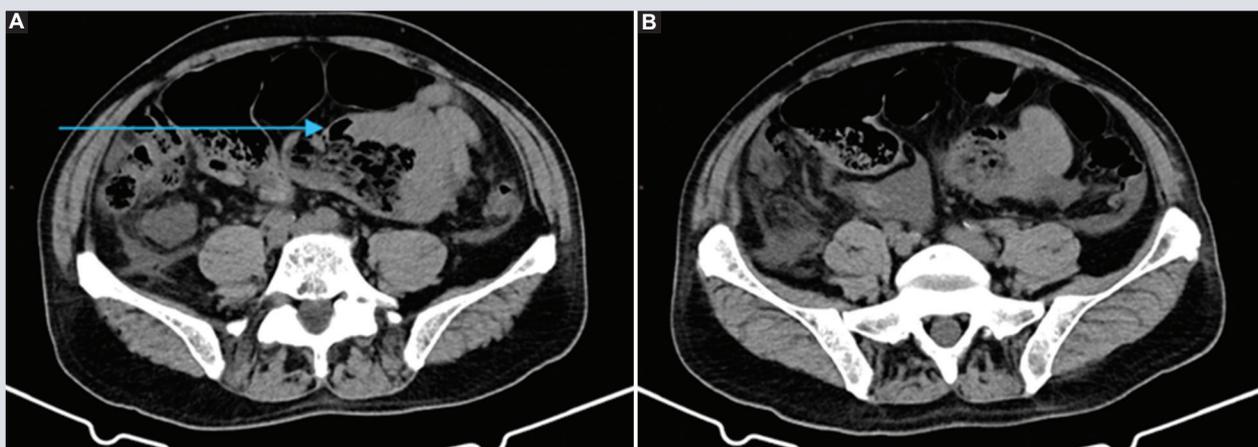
Cortes axiales de tomografía de abdomen en fase simple. A: se observa en yeyuno una masa circunferencial, de bordes lobulados, heterogénea, ulcerada (flecha azul), no estenosante. No hay calcificaciones, obstrucción o hemorragia. B: se acompaña de líquido libre intraabdominal. No hay otras lesiones o evidencia de metástasis en tórax, abdomen o pelvis.
